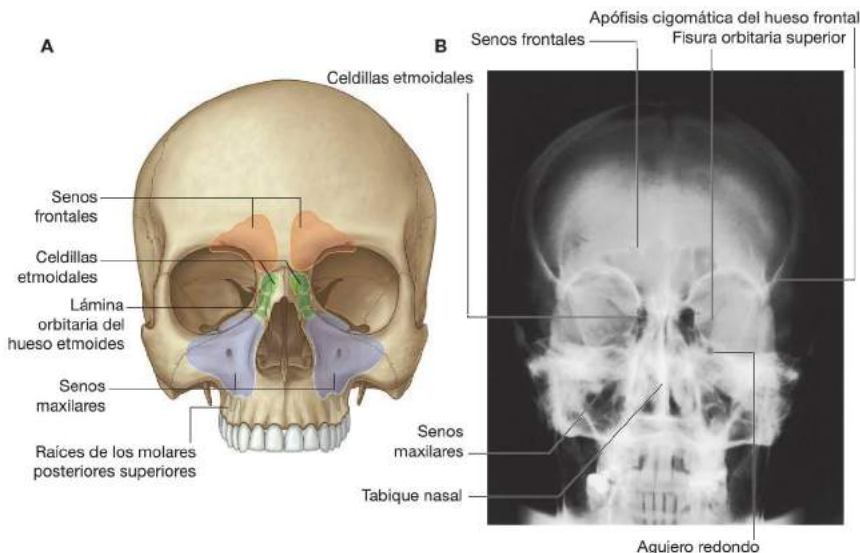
Senos paranasales. A. Visión anterior. B. Radiografía posteroanterior del cráneo.
